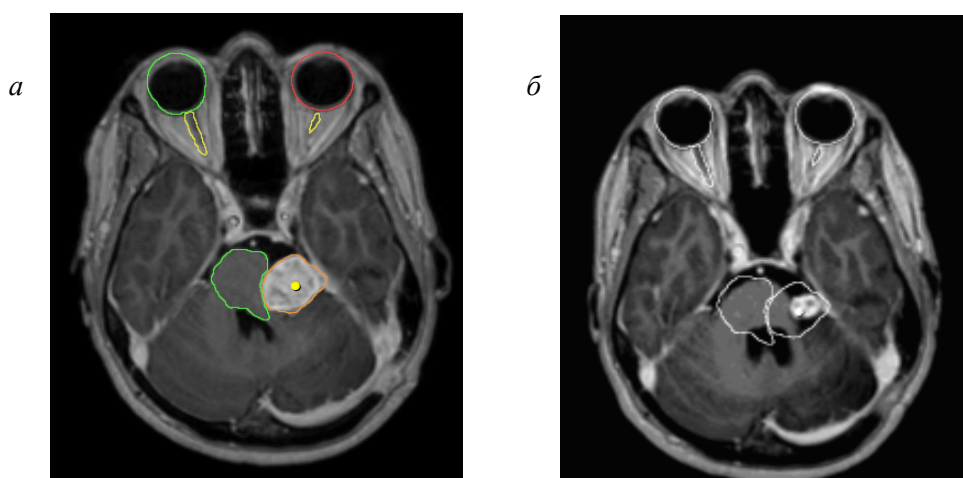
МРТ головного мозга больной К., 41 год. Т1 взвешенные изображения с в/в парамагнитным контрастированием, аксиальная проекция:
